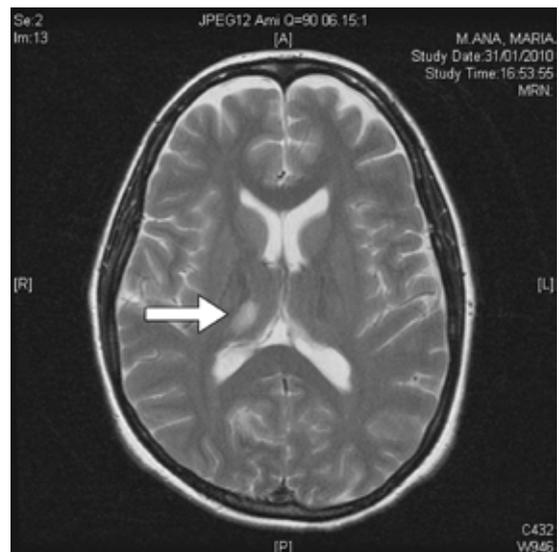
Resonancia magnética. Corte axial mostrando área infartada en el territorio de la arteria cerebral posterior derecha.
